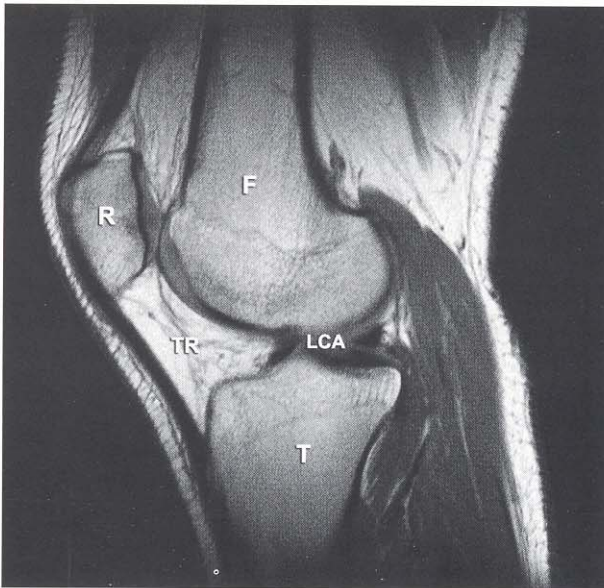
Corte sagital en el plano medio de la rodilla de un hombre, obtenida con resonancia magnética. Se observa la disposición de la rótula (R), el tendón rotuliano (TR) y en el centro el ligamento cruzado anterior (LCA). Proximalmente el fémur (F) y distalmente la tibia (T).
